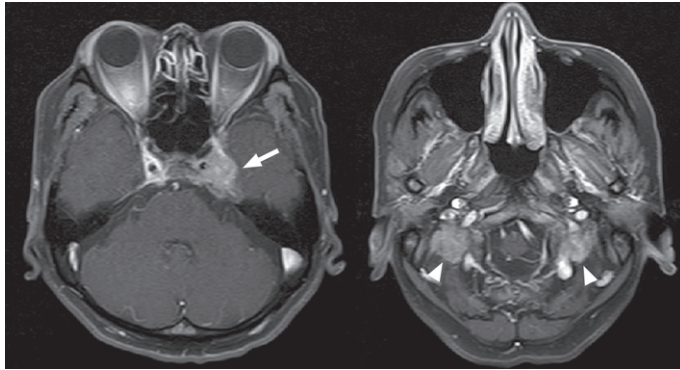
Magnetic resonance imaging (fat-suppressed, gadolinium-enhanced, T1-weighted images) shows well-enhanced masses at the left cavernous sinus (*arrow*) and bilateral transverse processes of the atlas (*arrowheads*).
